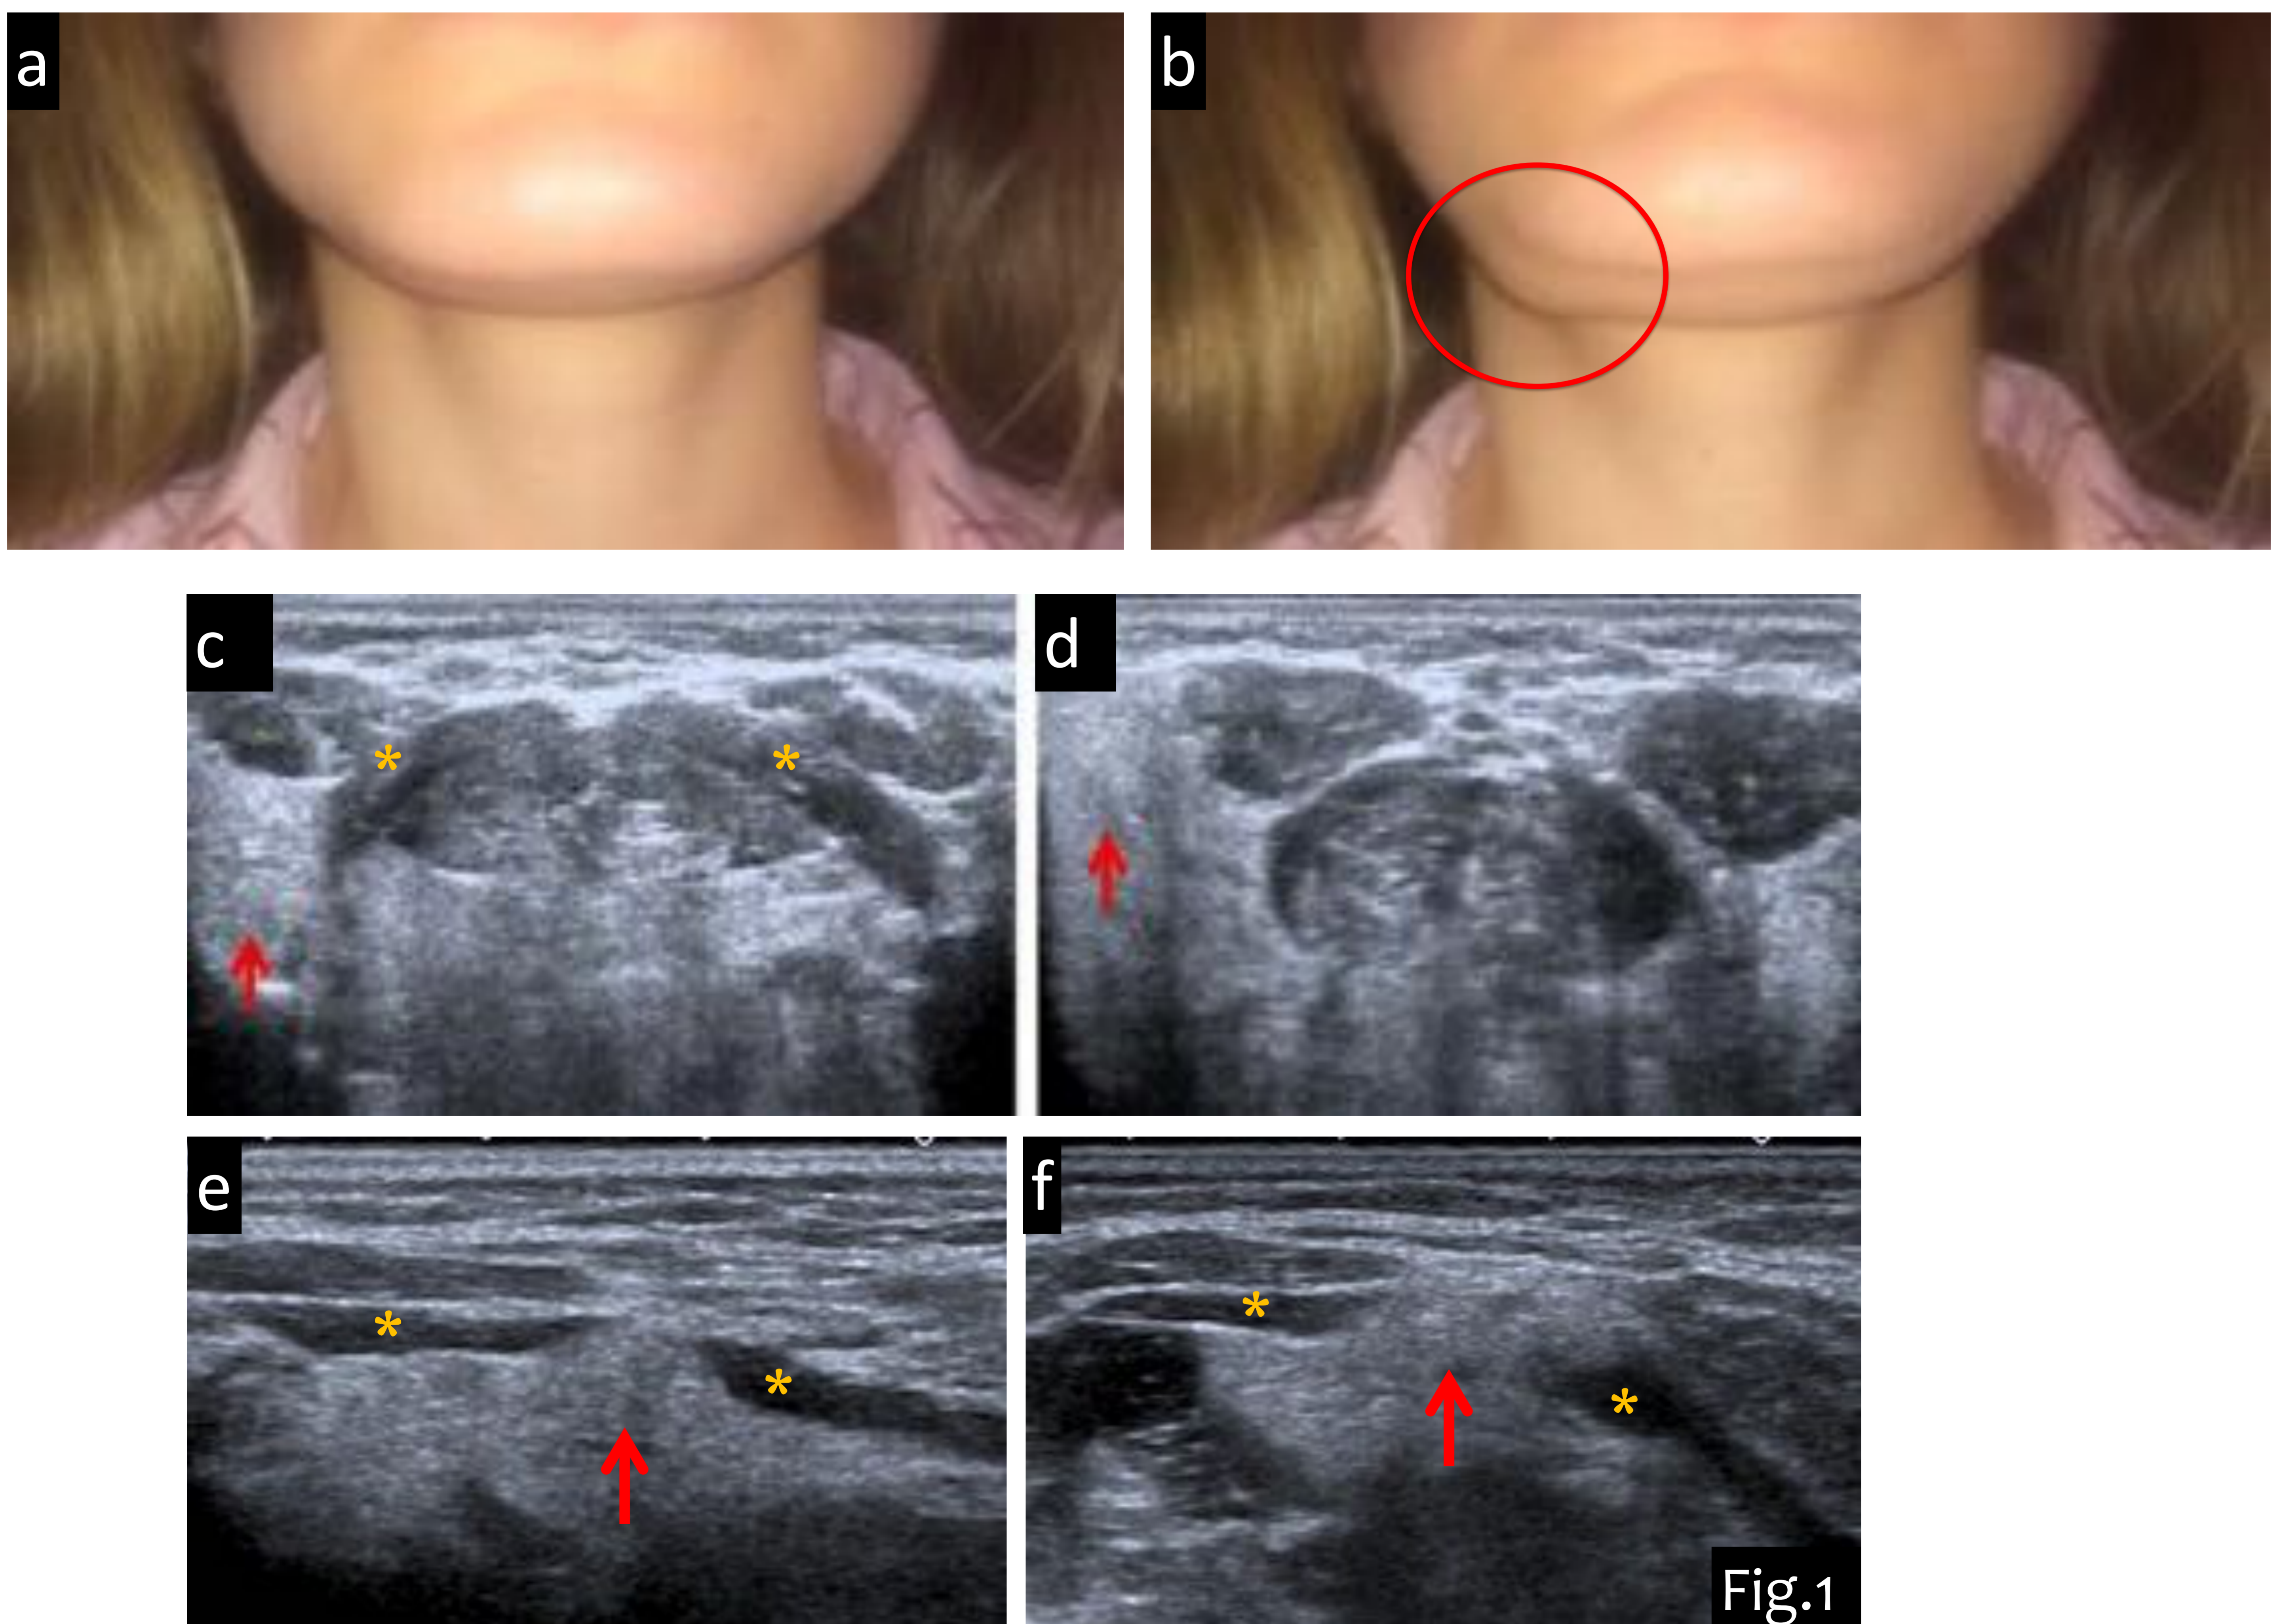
Mujer de 28 años con bultoma submandibular no doloroso que aumenta con las maniobras de Valsalva. En las imágenes de la paciente en reposo (a) y con maniobra de Valsalva (b) se observa un bultoma en la región submandibular derecha que incrementa con las maniobras de Valsalva (círculo). En c-e ecografía transversa cervical en reposo se identifican los músculos milohioideos (asterisco amarillo) y la glándula sublingual derecha (flecha roja) protruyendo a través del defecto muscular con la maniobra de Valsalva (d-f: ecografía transversa con maniobra de Valsalva).
